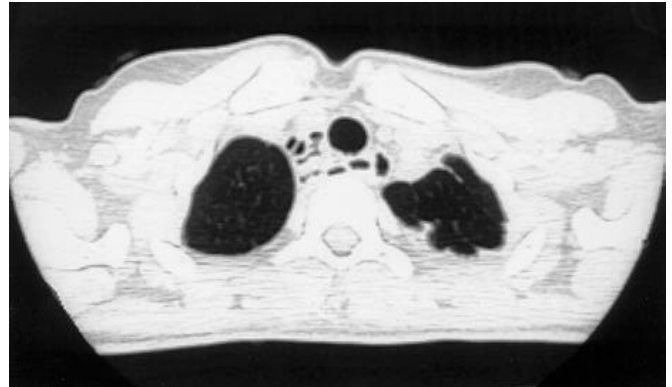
TC espiral corte transverso no ápice pulmonar demonstrando imagens císticas paratraqueal direita e parede posterior, algumas em contiguidade com a luz traqueal
